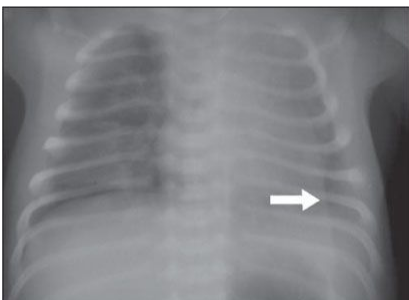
Radiografia de tórax de RN demonstrando dobra de pele à esquerda (seta).
